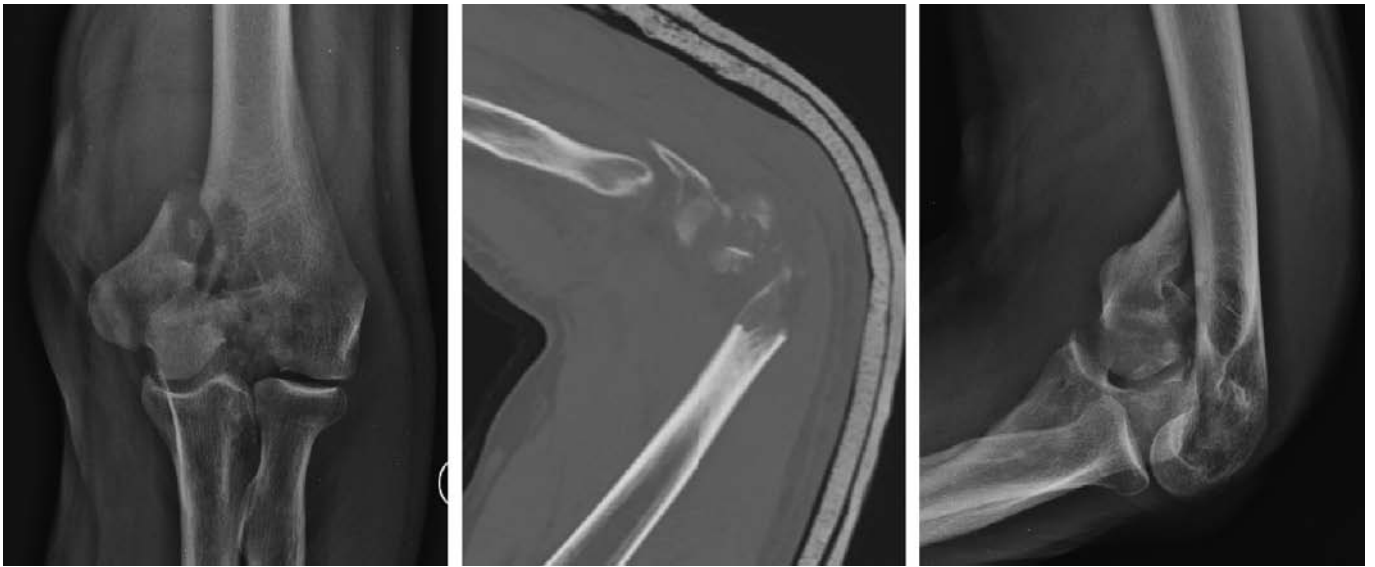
C.F. Maschio 76 aa. AO: 13C1. Rx preop., TAC pre-operatoria
